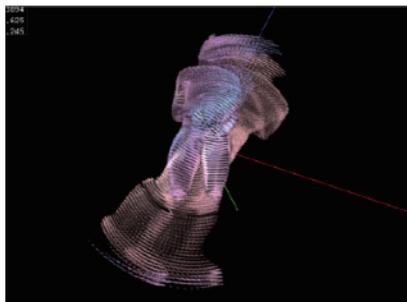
Ultra Re-generation of MRI の再生像一例
